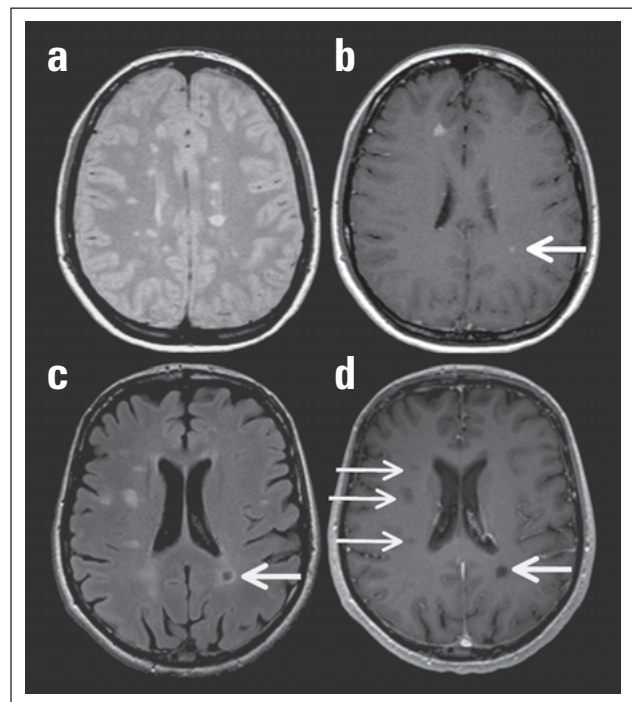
(a) Protonendichte-gewichtetes Bild in Höhe des Centrum semiovale mit zahlreichen MS-typischen T2-Läsionen. (b) Zwei Läsionen nehmen Kontrastmittel (Gadolinium) auf, wobei diese Tatsache nur bei einer Läsion eindeutig ist. Bezüglich der zweiten Läsion (Pfeil) könnte es Interpretationsunterschiede geben. (c) FLAIR-Sequenz mit MS-typischen T2-Läsionen, von denen eine zentral sehr flüssigkeitsreich erscheint (Pfeil). (d) Diese Läsion (dicker Pfeil), aber auch noch 3 weitere (dünne Pfeile), erscheinen bei T1-Gewichtung als „black holes“.
